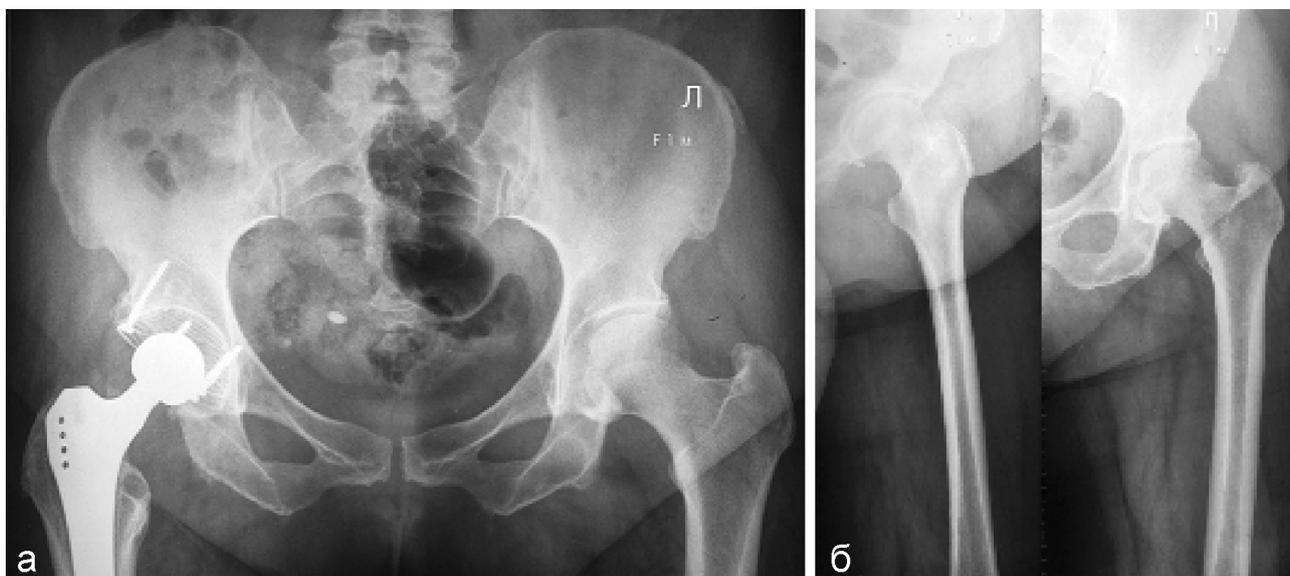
Рентгенограммы больной Ф., 56 лет: а – рентгенограмма таза в прямой проекции; б – рентгенограмма левого тазобедренного сустава и бедра в двух проекциях
